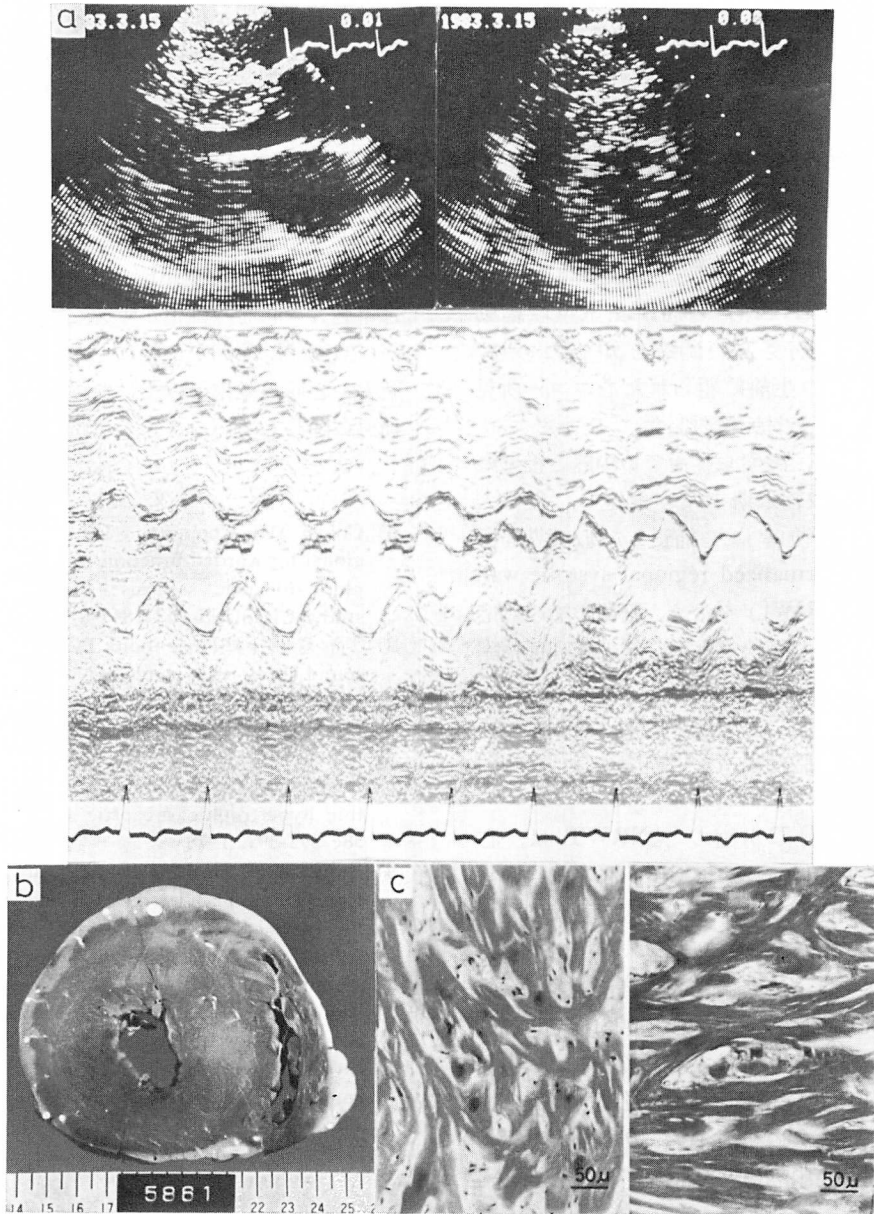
Echocardiograms and pathological data of a 47-year-old woman with HCM (Case 1).
